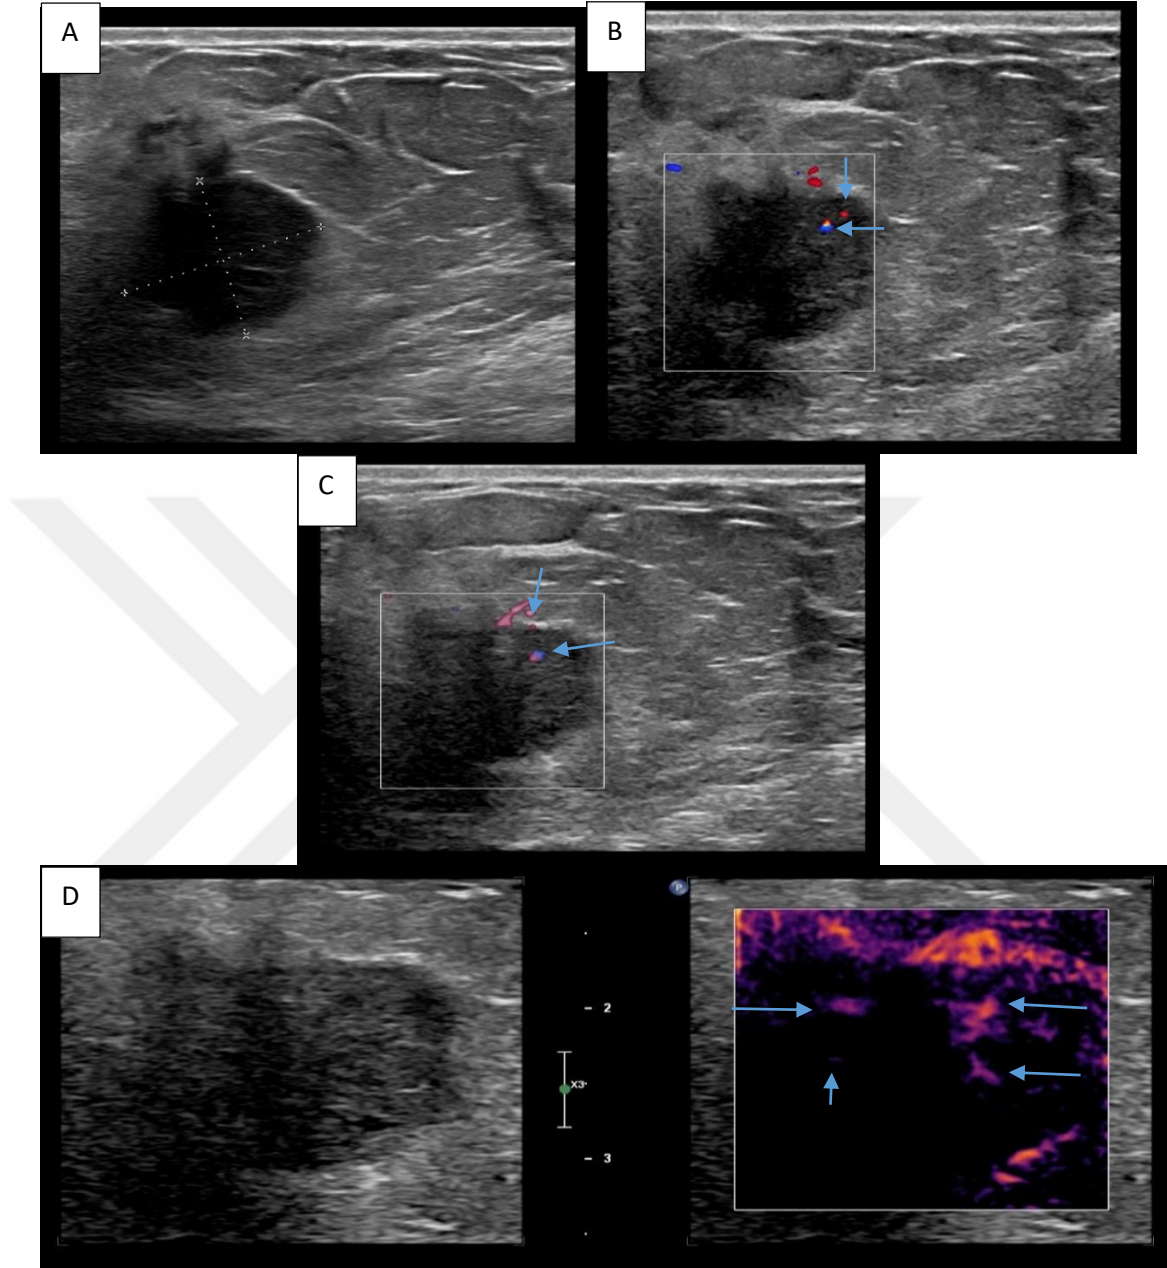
70 yaşında kadın hastanın sol meme üst dış kadrındaki iyi sınırlı mikrolobüle konturlu lezyonu BI-RADS 4 olarak değerlendirildi (A). Patolojik tanısı fokal fibrozis olarak raporlandı. Hastanın renkli Doppler (B) ve power Doppler (C) incelemelerde lezyonda belirgin vaskülarizasyon saptanmazken mikroakım görüntülemeye (D) lezyon içerisinde 1 adet noktasal vasküler yapı gösterilmektedir (ok).
